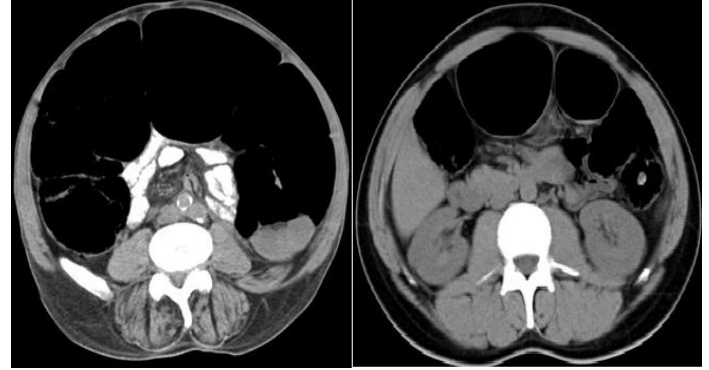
Computerized tomography image showing the obstruction in sigmoid colon torsion
